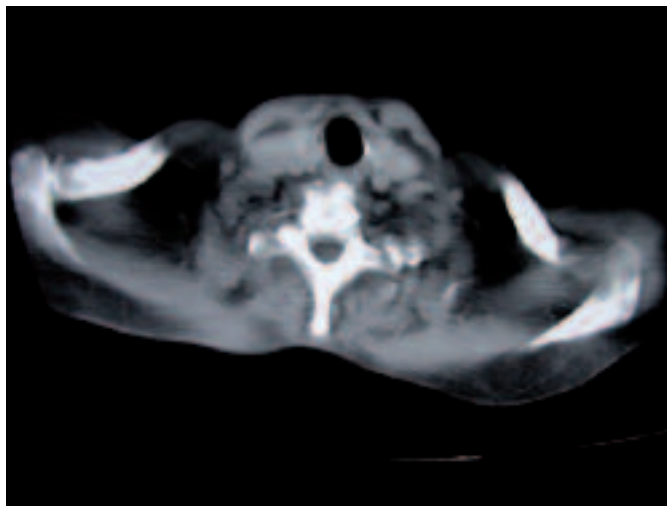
Secuencias axiales de TC cervical: no se aprecia exceso de grasa alrededor del cuello, quedando libre de enfermedad dicha región.
